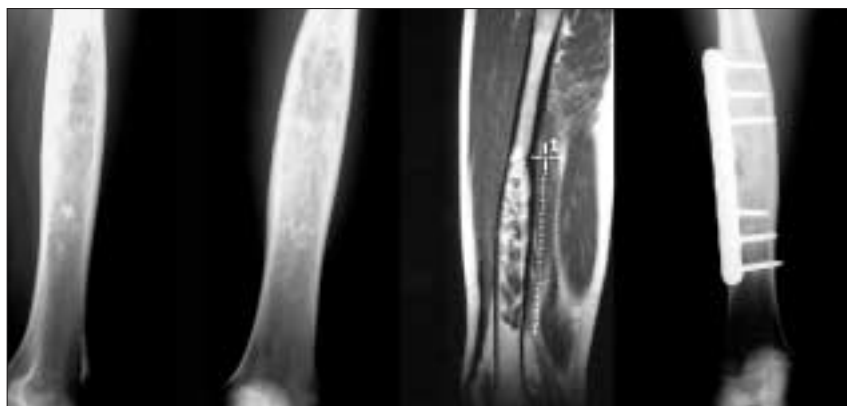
Chondrome du fémur. Radiographies standards à gauche. IRM au centre. Radiographie montrant le curetage comblement et l'ostéosynthèse à droite.
